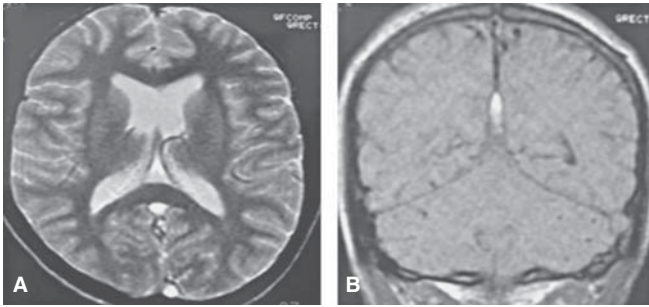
Imagen por resonancia magnética de un paciente con trombosis del seno sagital superior. A) Cortes en T2 con señal hiperintensa en el seno sagital superior en su porción posterior (trombo subagudo). B) Corte coronal en T1 que muestra hiperintensidad del seno sagital superior (trombo subagudo).
